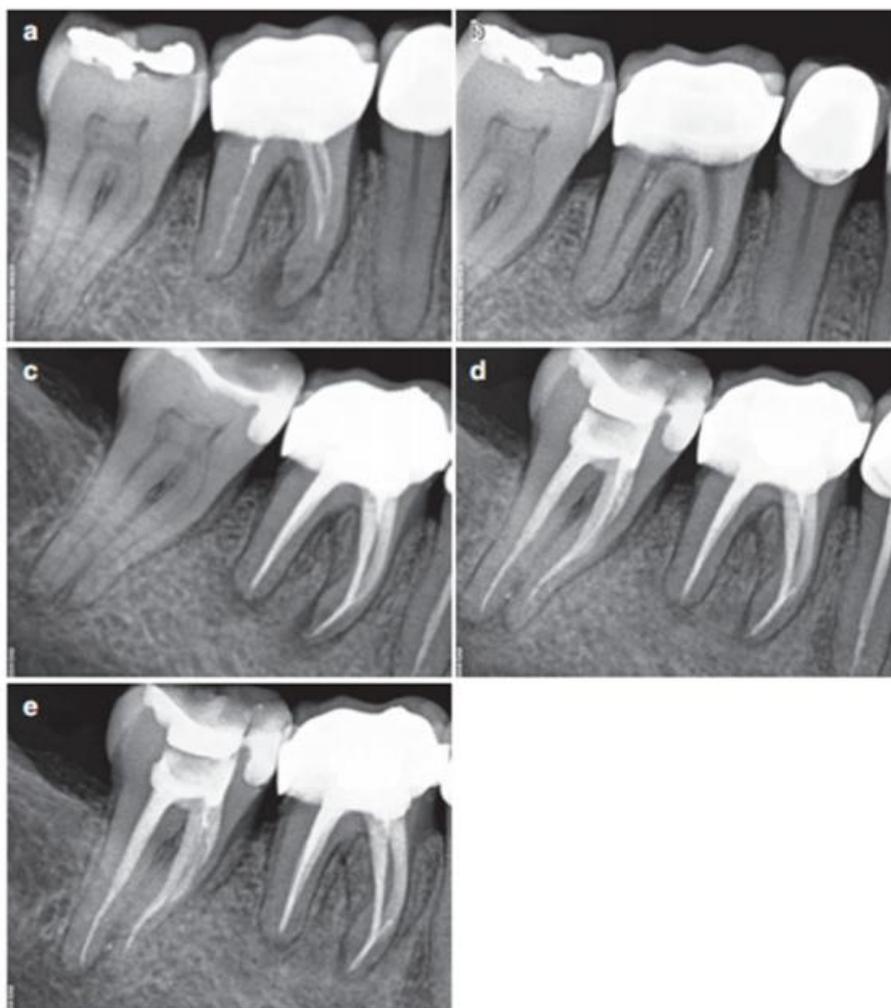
(a) Radiographie préopératoire d'une première molaire mandibulaire. (b) Radiographie avec un fragment dans le tiers apical du canal mésio-vestibulaire fracturé
